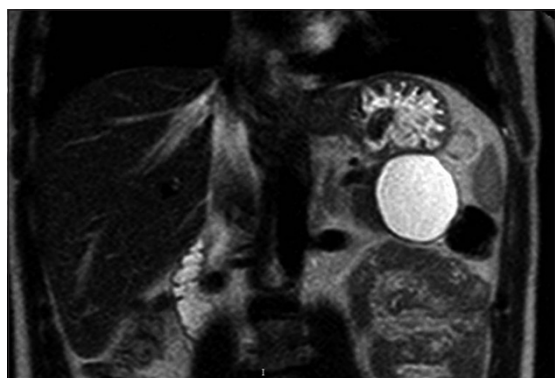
Imagen de corte coronal de resonancia magnética nuclear donde se aprecia a la derecha la lesión pancreática.
